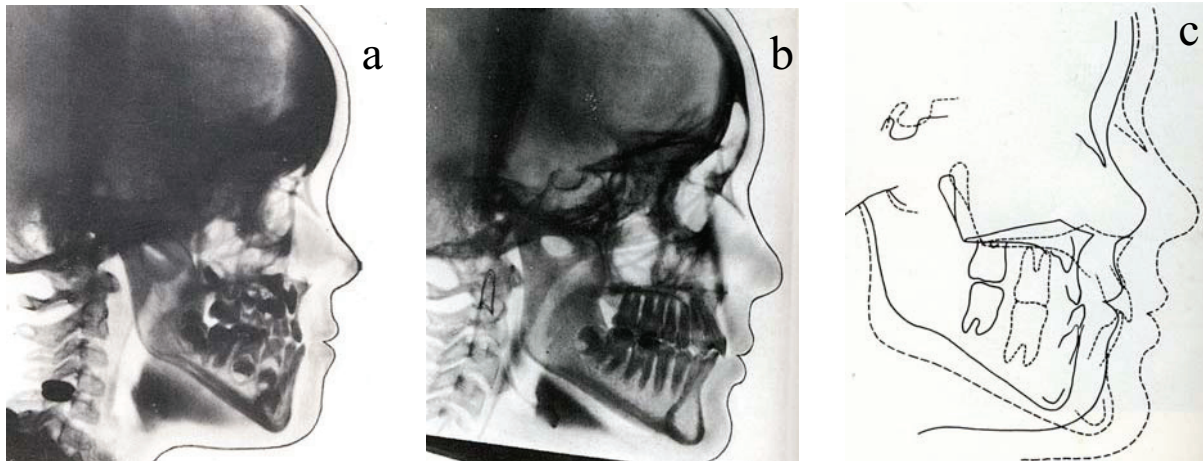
Behandlung eines Progeniepatienten mittels FR-III zeigt die anteriore Rotation des Unterkiefers und des Kieferkomplexes mit Abflachung der Okklusionsebene. a: Anfangsfernrontgen; b: Abschlussfernrontgen; c: Überlagerung der beiden Fernrontgenaufnahmen. (Abbildung nach Fränkel 1989).
